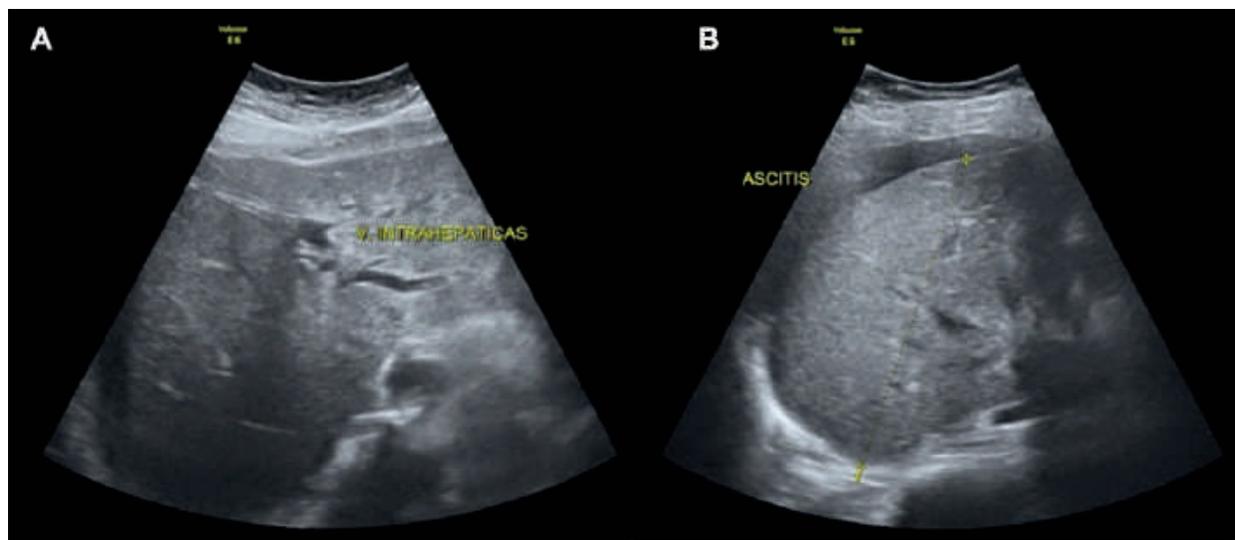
Ecografía de abdomen superior. A) Dilatación proximal de vías intrahepáticas biliares (flecha blanca). B) Se observa líquido libre en cavidad abdominal (flecha blanca).
